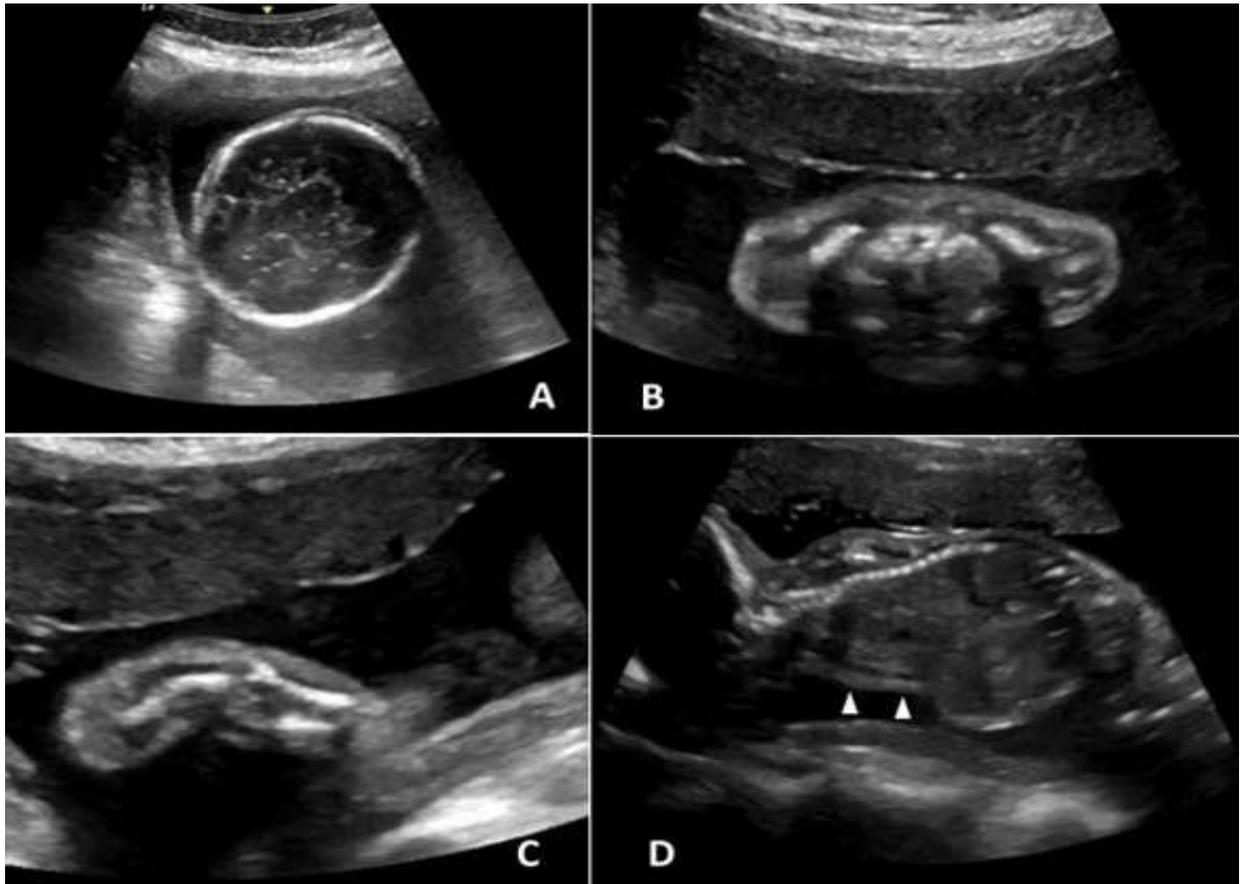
échographie obstétricale réalisée à 26 SA montrant : un crâne normal (A), un raccourcissement des membres et des fémurs incurvés (B et C) et une étroitesse de la cavité thoracique (C, têtes de flèche)
